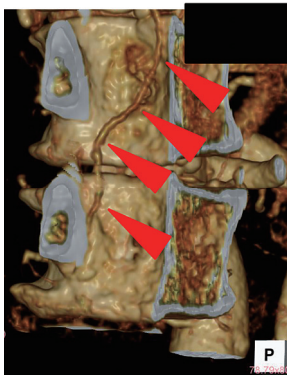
Enhanced lumbar CT showing drainer arising from the L2-3 vertebral foramen.
